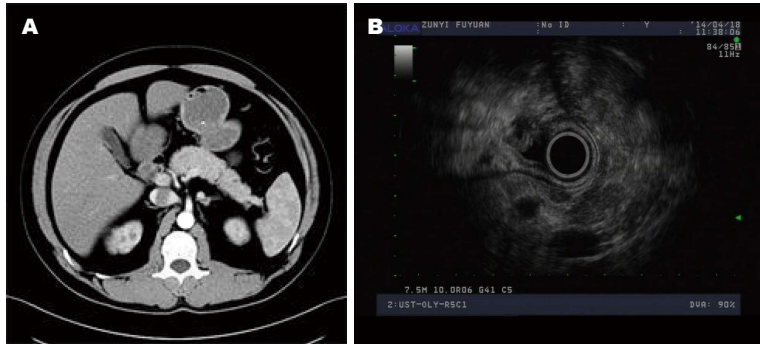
病例1的CT及超声内镜表现. A: CT胰腺未见明显异常; B: 超声内镜下胰腺尾部低回声病变.
